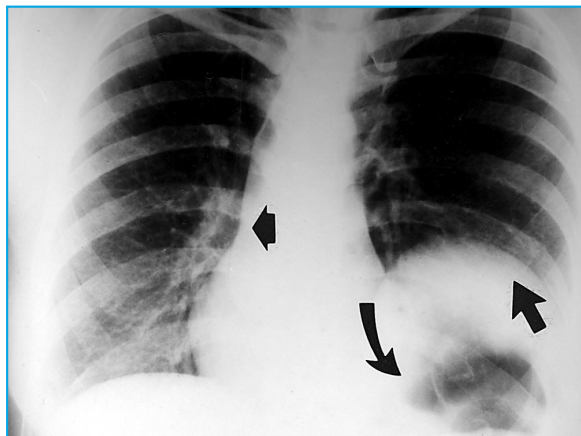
Radiografia simples de tórax em PA, mostrando hiperelevação da metade esquerda do diafragma (seta maior), desvio do mediastino para o lado oposto (seta menor) e imagem radiotransparente à esquerda, sugerindo presença de ar no estômago (seta curva).
